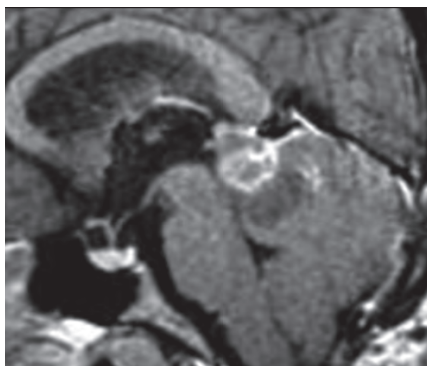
Пациентка А.: МРТ головного мозга до проведения стереотаксической радиотерапии
